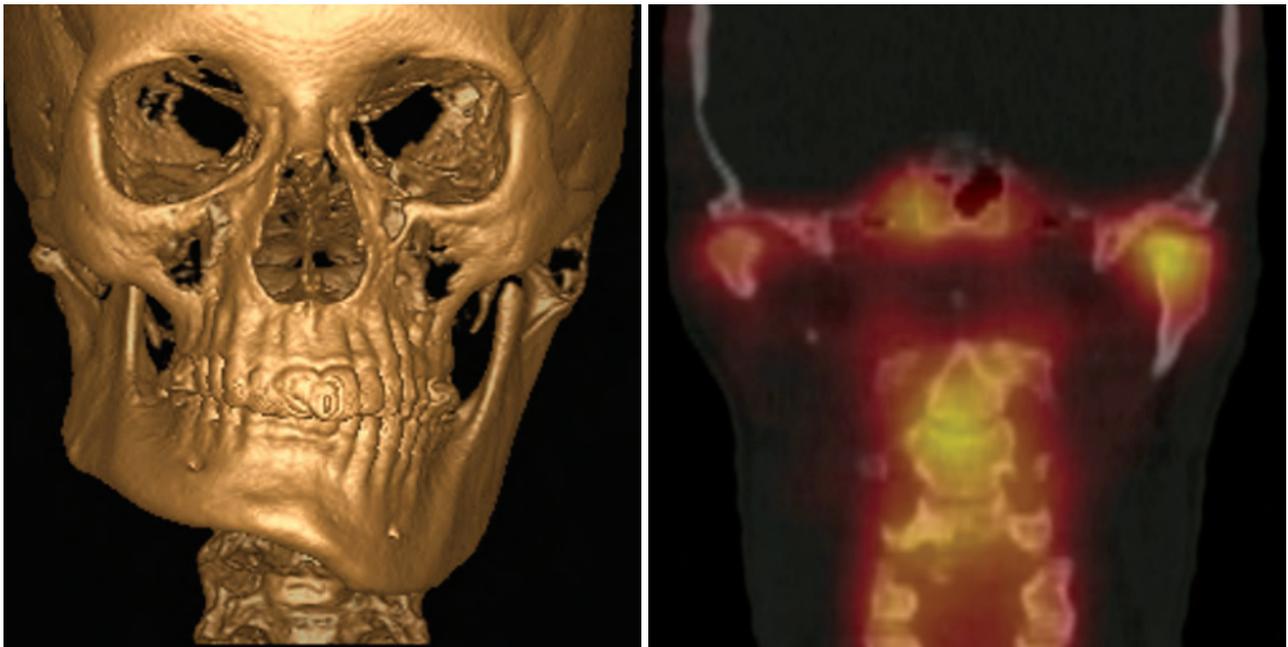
Exames de CBCT e SPECT (Single Photon Emission Computerized Tomography), revelando a severa assimetria esquelética e o crescimento ativo no processo condilar esquerdo.
